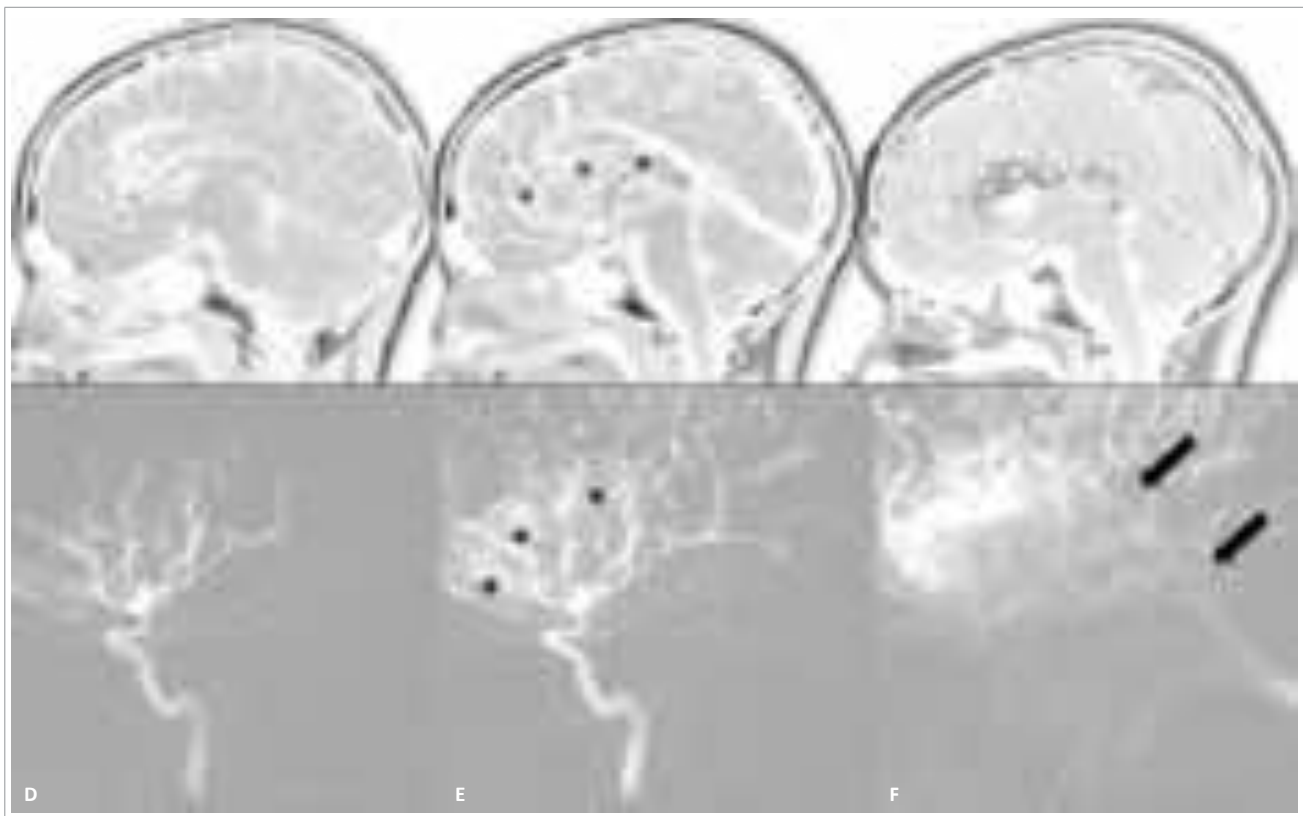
Angiopatia proliferativa. Paciente do sexo masculino de 15 anos com quadro de crises convulsivas. Cortes sagitais de RM em T1 sem contraste (A, B) e T1 após contraste (C) demonstram volumosa malformação arteriovenosa localizada no corpo caloso, nota-se que há tecido cerebral normal entremeado à malformação arteriovenosa, configurando o aspecto de angiopatia proliferativa. A angiografia cerebral em incidência em perfil e injeção de contraste pela carótida interna direita (D, E e F) mostram que o nidus é volumoso e esparso (asteriscos), porém, apesar do tamanho da malformação, não dilatação exuberante dos vasos nutridores e retorno venoso (setas brancas) ocorrem mais tardiamente em relação às malformações arteriovenosas piais verdadeiras.
